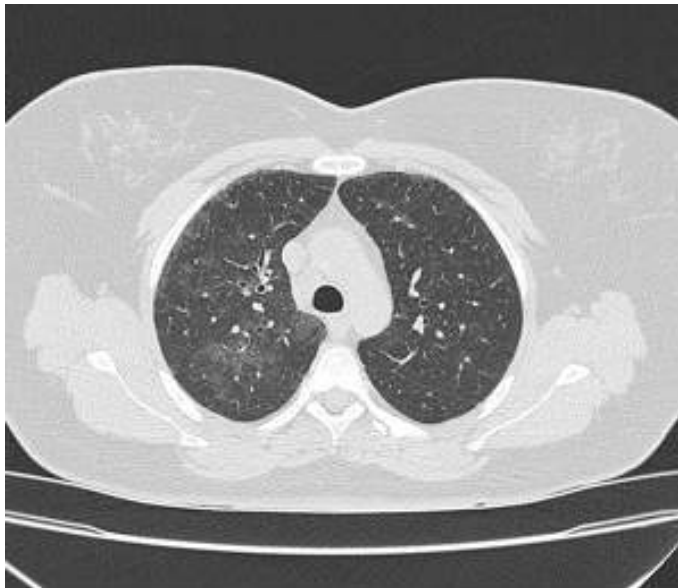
TC alta resolución: imagen en vídeoro deslustrado que afecta de forma predominante a lóbulo superior derecho.
